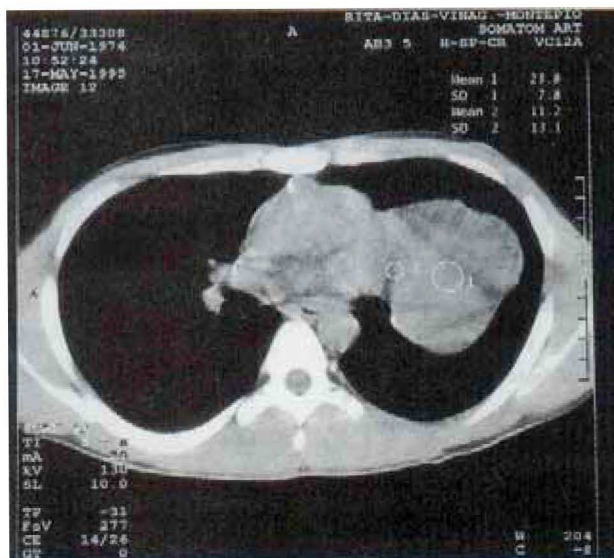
Corte de TAC revelador de massa parahilar esquerda em contacto com o coração
